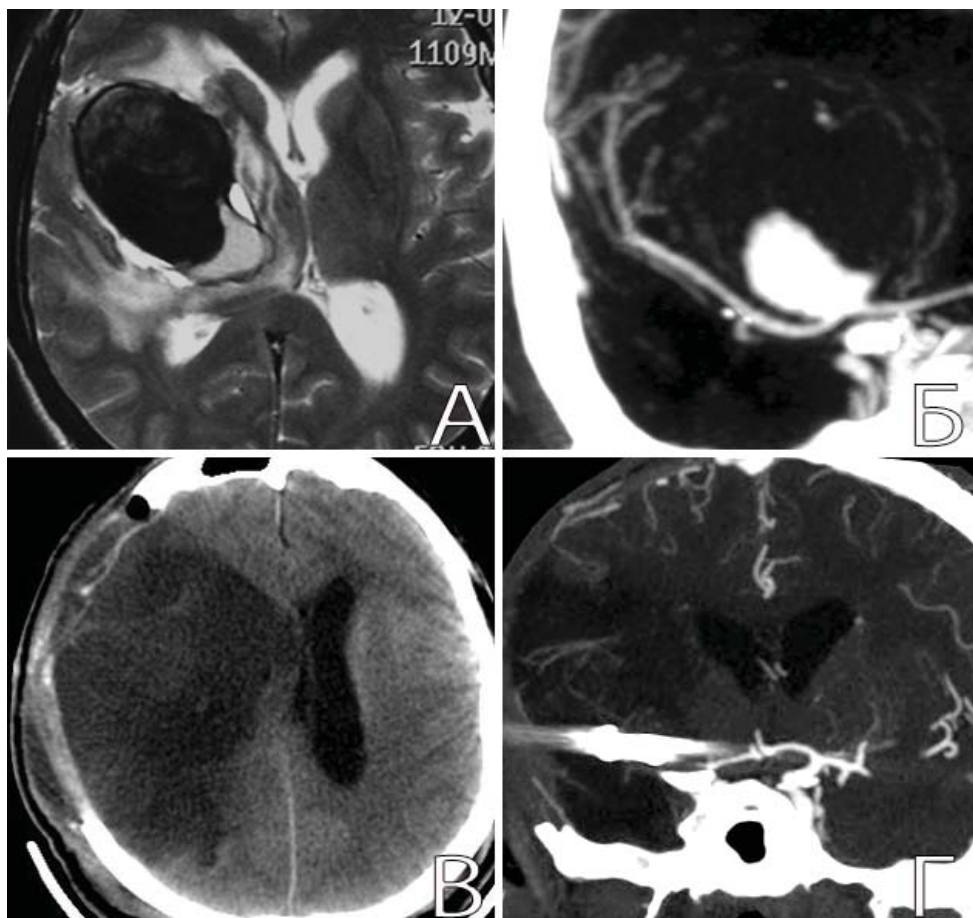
Большая зона ишемии в правом полушарии головного мозга в результате интраоперационного тромбоза двух ветвей СМА после ТЭ и клипирования шейки ГА. А. МРТ до операции: видна тромбированная часть ГА СМА справа; Б. КТА до операции: видна функционирующая часть ГА СМА справа; В. КТ через 1 неделю после операции: определяется ишемия правого полушария и резекционный дефект черепа справа после декомпрессивной трепанации; Г. КТА через 3 недели после операции: отмечается отсутствие контрастирования правой СМА
